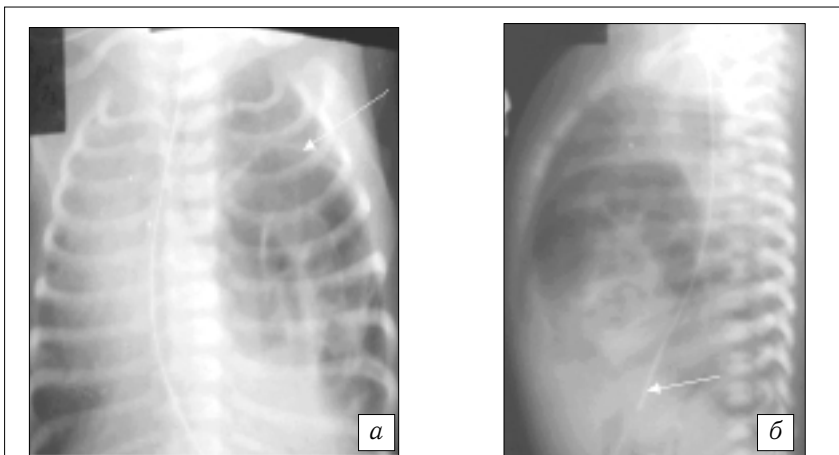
Рентгенограммы органов грудной клетки новорожденного с истинной левосторонней ВДГ.
